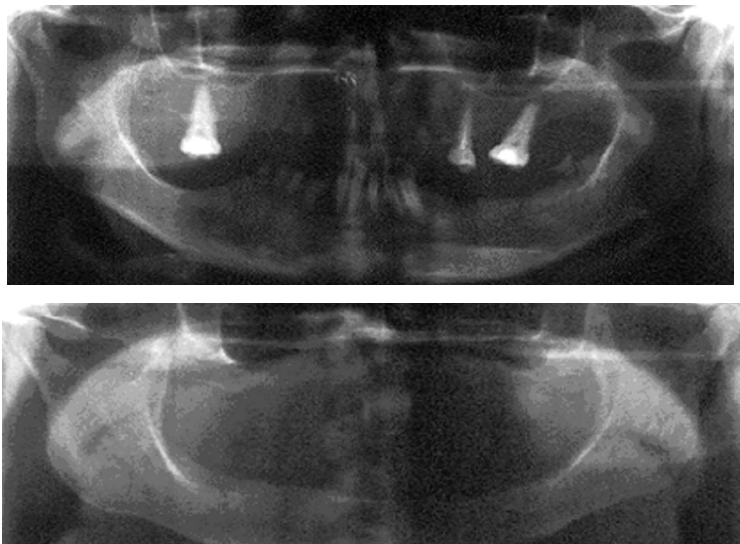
Рентгенограммы больных с синдромом частичной или полной утраты зубов.
